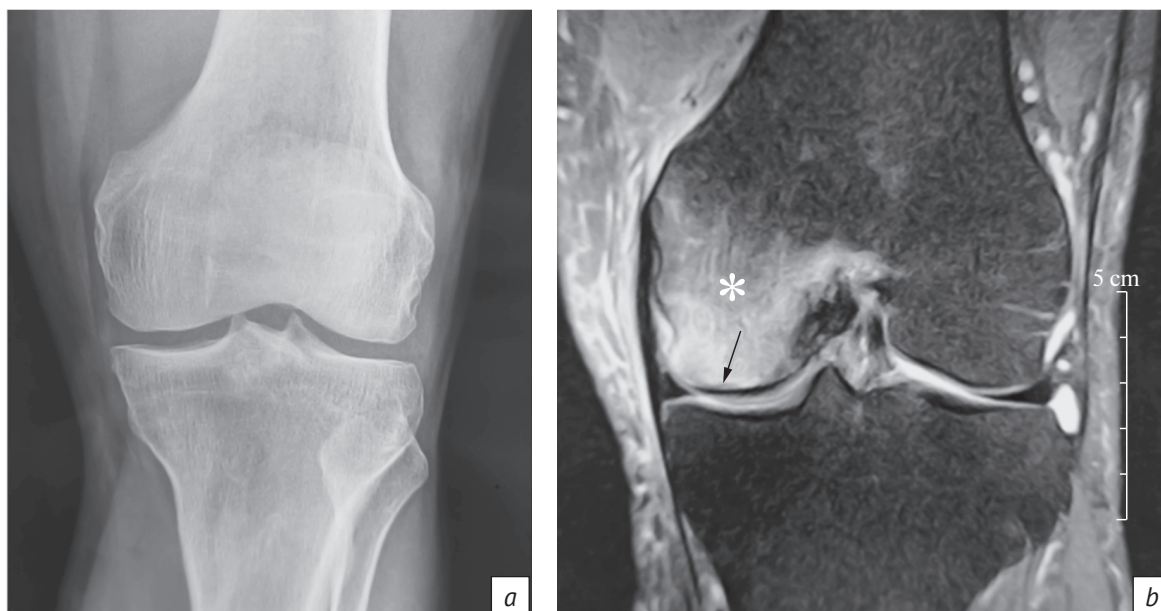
Рентгенограмма (а) и магнитно-резонансная (МР) томограмма (b) коленного сустава (корональная проекция) одного и того же пациента. На рентгенограмме нет характерных признаков перелома, на МР-томограмме (PD-FS) звездочкой указан отек (поражение) костного мозга мыщелка, стрелкой – тонкая, едва заметная линия перелома
